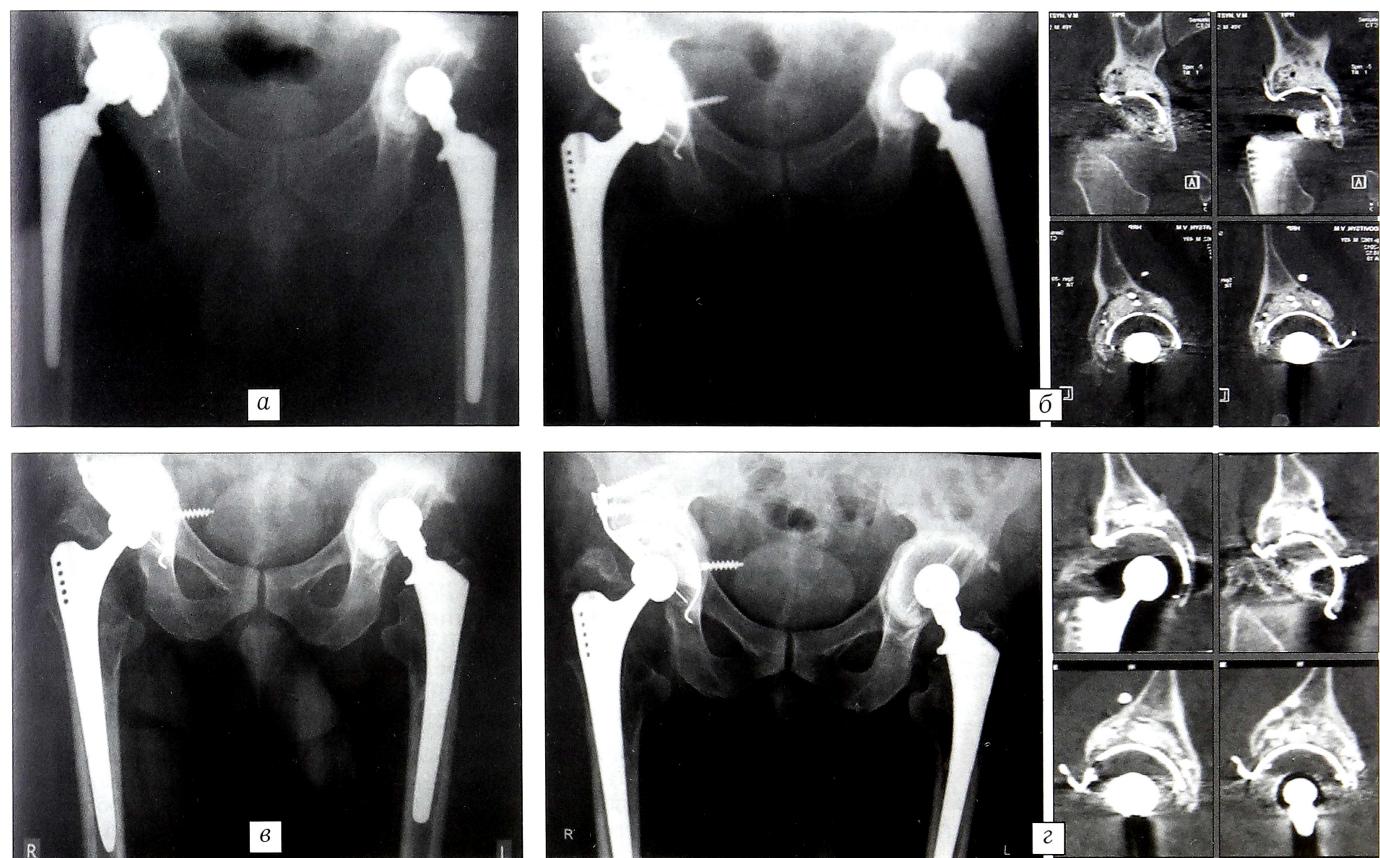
Рентгенограммы и данные КТ больного Б. 49 лет.
